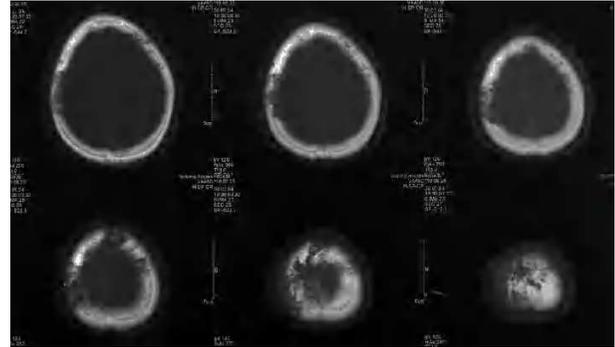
Tomografía computarizada craneal. Se observan lesiones líticas en ambos parietales y una masa asociada de partes blandas.
